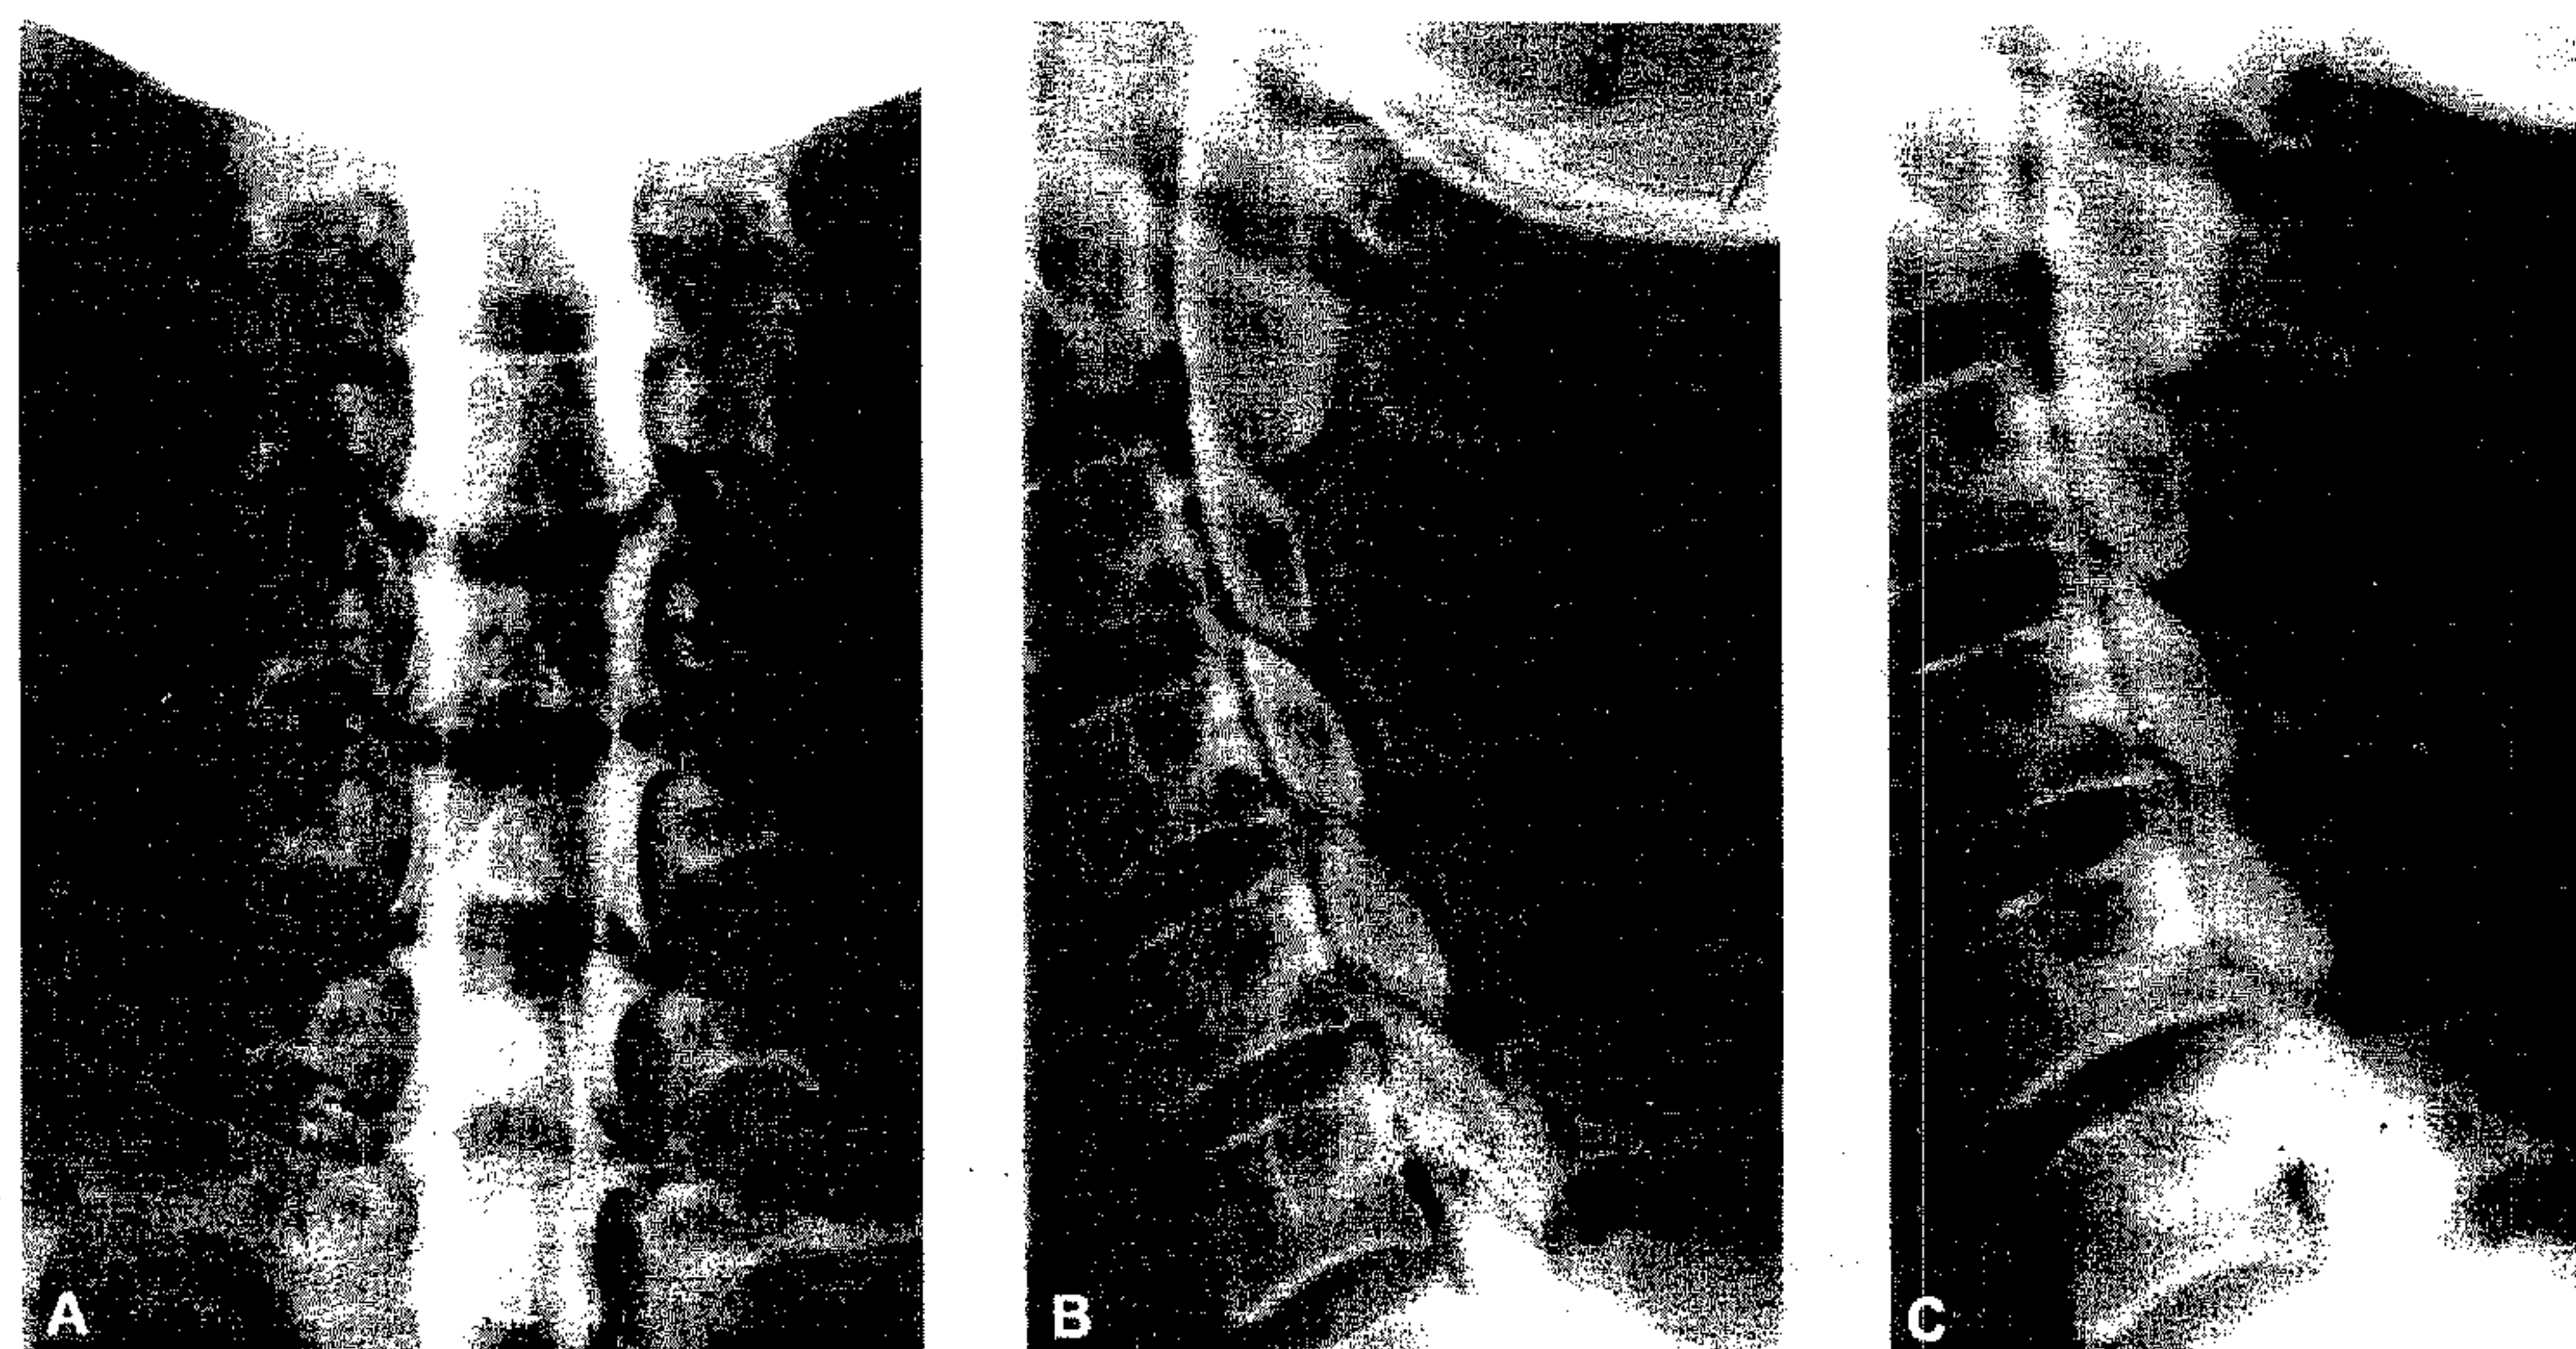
A. Imagine mielografică de față; săgeata arată un minim defect de umplere la nivelul originii nervului spinal C6; evidențierea lui este adeseori imposibilă datorită suprapunerii elementelor osoase și cere experiență din partea examinatorului; B. Imagine mielografică de profil; fără modificări patologice; C. Imagine mielografică de profil (cu tomografie convențională); fără modificări.
